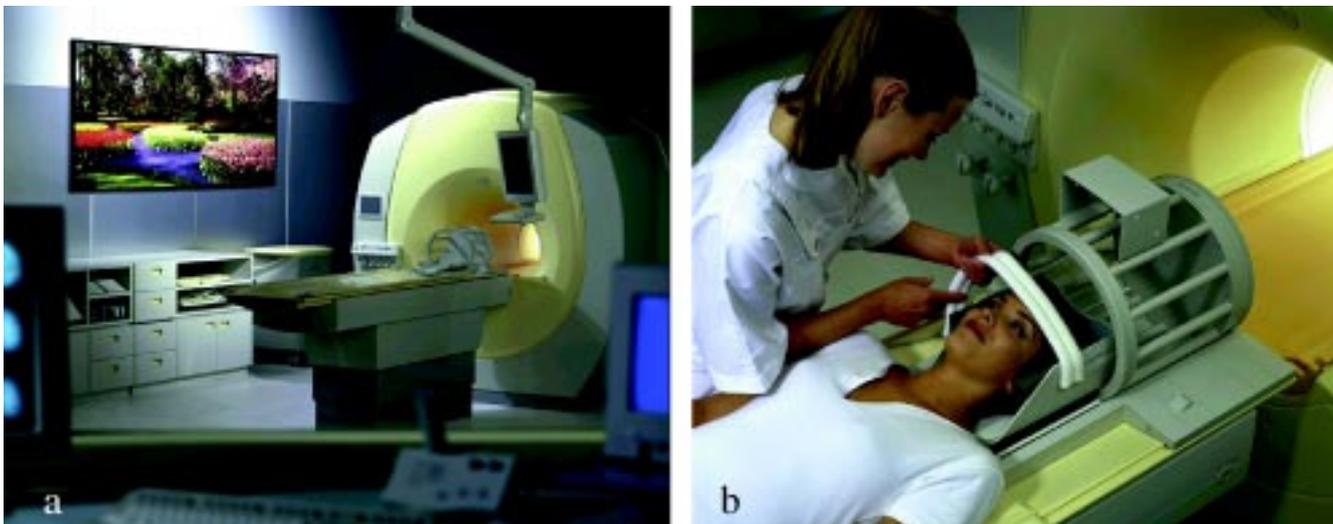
Magnet-Resonanz-Tomographie (MRT). Bild a) zeigt den in der Radiologischen Universitätsklinik Bonn eingesetzten MR-Tomographen der jüngsten Gerätegeneration („Gyroscan Intera“ Fa. Philips). Es handelt sich um ein 1,5 Tesla Gerät (Tesla = Einheit der Magnetfeldstärke). Der Patient wird in Rückenlage untersucht wobei der Kopf in einer speziellen Lagerungshilfe (Kopfspule) zu liegen kommt (b). Die Spule dient dem Empfang der Messsignale. Um Störungen durch Bewegungen (sog. Bewegungsartefakte) zu vermeiden, wird der Kopf zusätzlich mit einem Stirmband fixiert.
